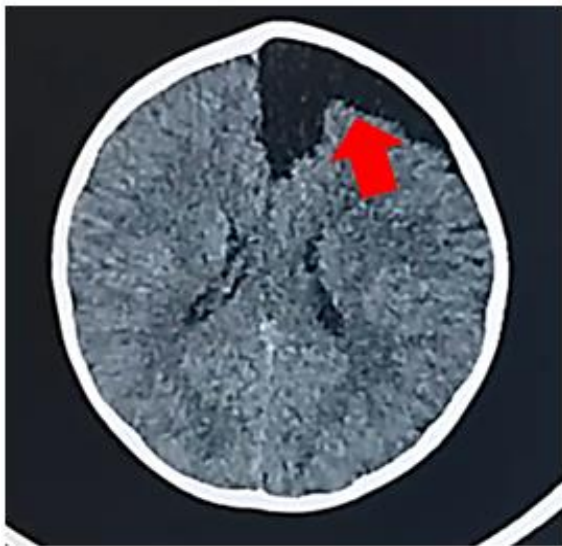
Tomografía axial computarizada de encéfalo en el postoperatorio inmediato. Se observa imagen compatible con quiste aracnoideo de fosa craneal media, clasificado como Galassi tipo II, señalado con flecha roja.
